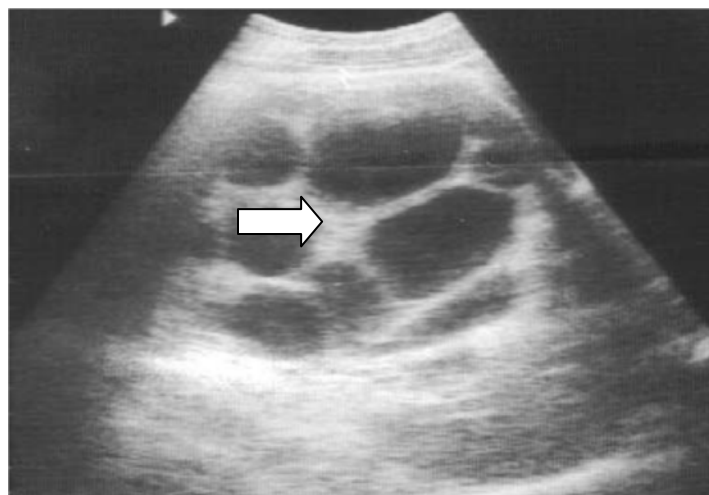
une échographie abdominale objectivant un KHR droit type III.
